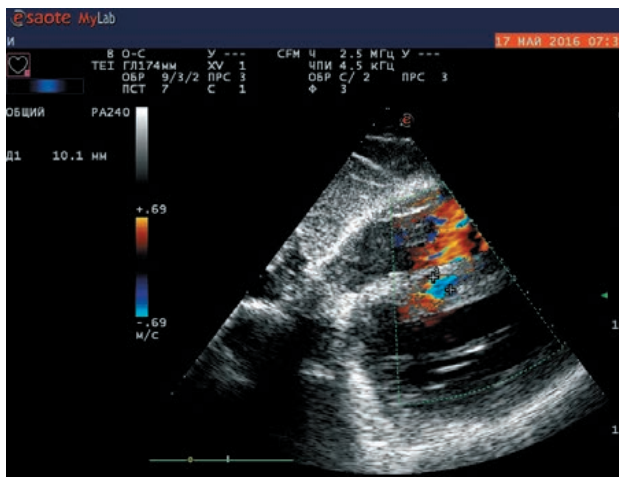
Эхокардиография. Из субкостальной позиции в режиме цветового доплеровского картирования хорошо виден косо идущий канал дефекта межжелудочковой перегородки
